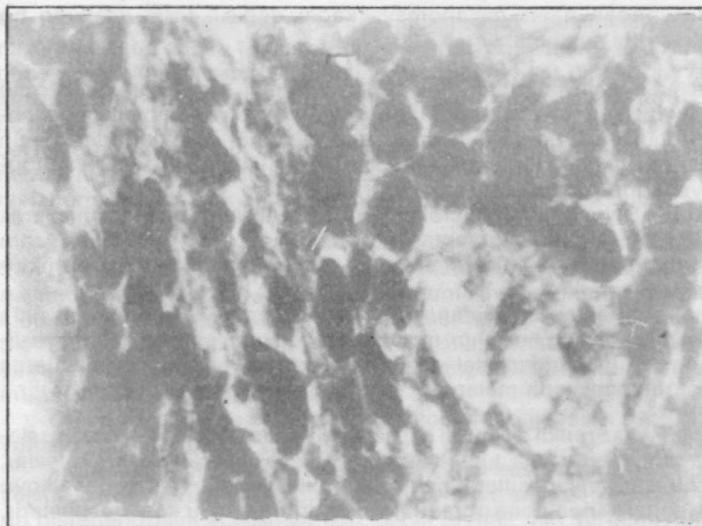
II. vakanın dura'dan alınan materyelin mikrofotografisi Melanotik proliferasyon ve aşırı pigmentasyon ile duranın melanozisi. (H.E. x 150)
